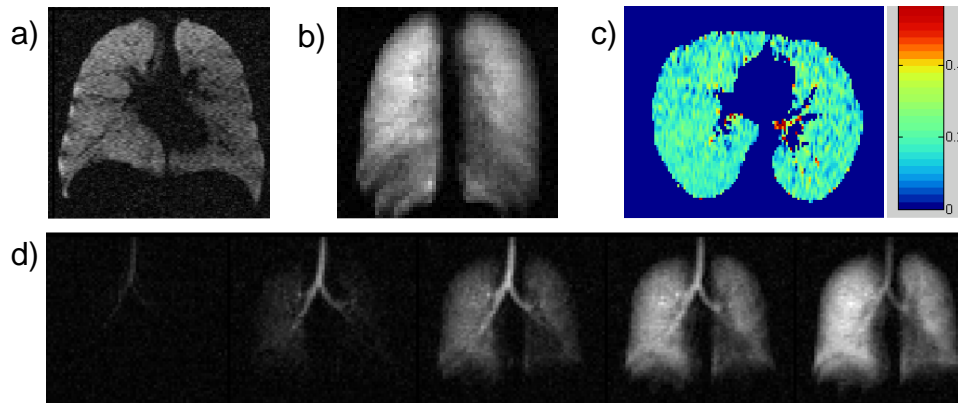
Darstellung verschiedener funktioneller  $^3\text{He}$ -MRT Methoden zur Bildgebung der Lunge
